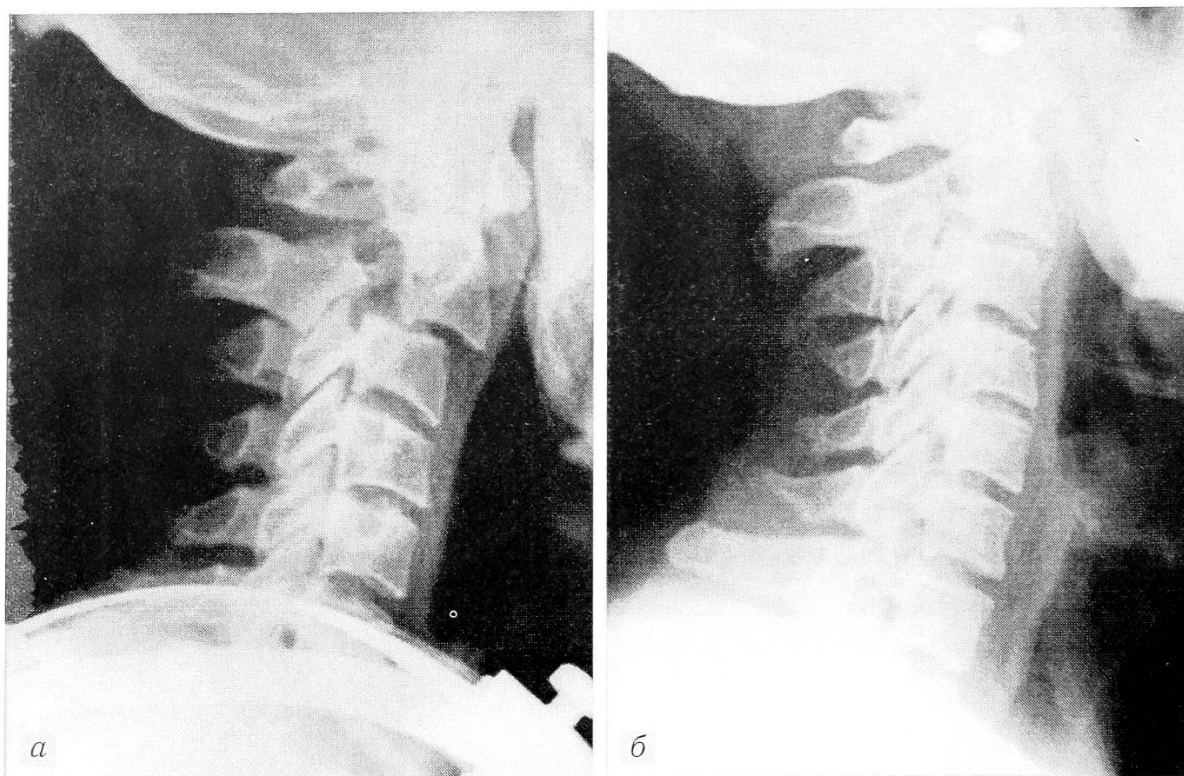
Рентгенограммы больного К. Диагноз: травматический спондилолистез С2 II степени. а — начальный этап лечения методом гало-тракции; б — через 2,5 мес.
